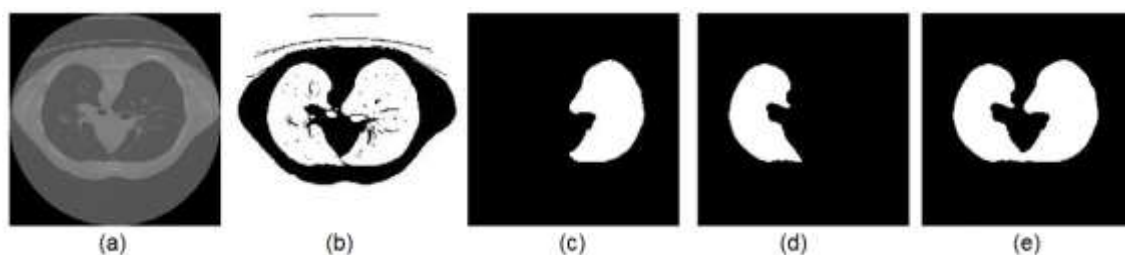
Exemplo da extração dos dois objetos principais da ROI de uma imagem de um corte do conjunto de dados de TC – (a) Imagem original; (b) Imagem binária; (c) Objeto maior – pulmão direito; (d) Segundo maior objeto – pulmão esquerdo; (e) Imagem segmentada com os dois maiores objetos
